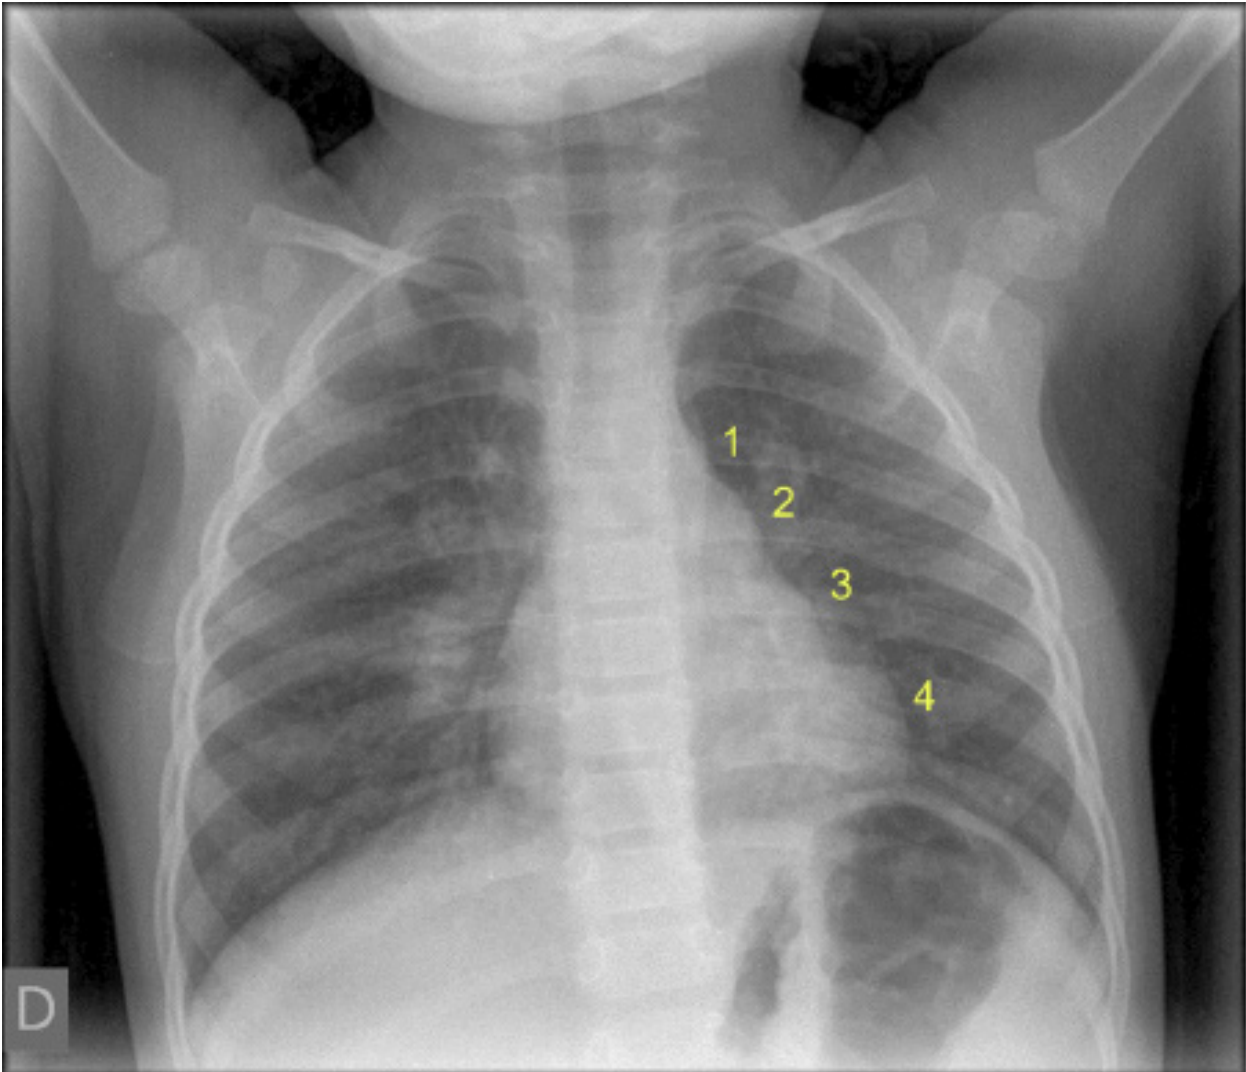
Radiografía de tórax anteroposterior en lactante de 21 meses con bronconeumonía basal izquierda. Se aprecia una prominencia adicional en el borde cardíaco izquierdo, ubicada tras los contornos del cayado aórtico (1) y el tronco de la arteria pulmonar (2) y antes del contorno del ventrículo izquierdo (4), sugestiva del "signo del tercer mogul", que suele representar la protuberancia de la orejuela auricular izquierda (3).
